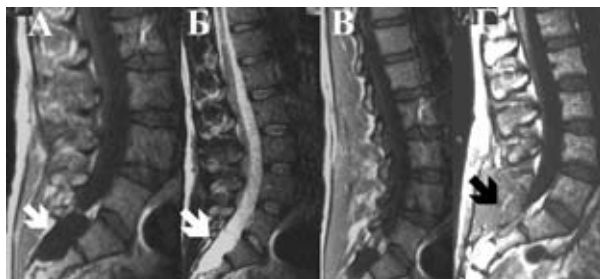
МРТ. Периневральна кіста (позначена стрілкою). А, Б, В — знімки до втручання; Г — знімок після втручання
